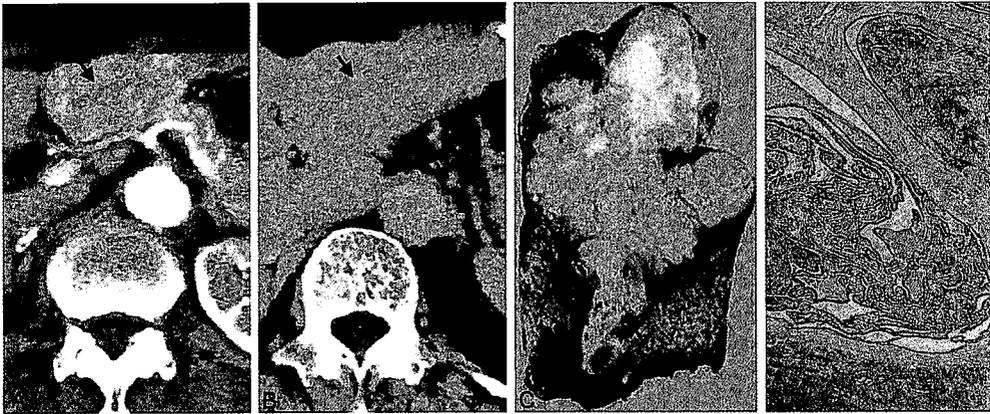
胆管内発育型成分を伴う塊状型肝内胆管癌。(A, B) 造影 CT では腫瘍内に拡張した胆管が見られる(A: 早期相, B: 後期相)。(C) 切除材料では、塊状型腫瘍の辺縁部に胆管内発育型腫瘍が見られる(矢印)。(D) 組織図では胆管内に線維性芯を伴う乳頭状増殖が見られる(HE 染色, 20 倍)。IPNB 由来の進行胆管癌と考えられた。
